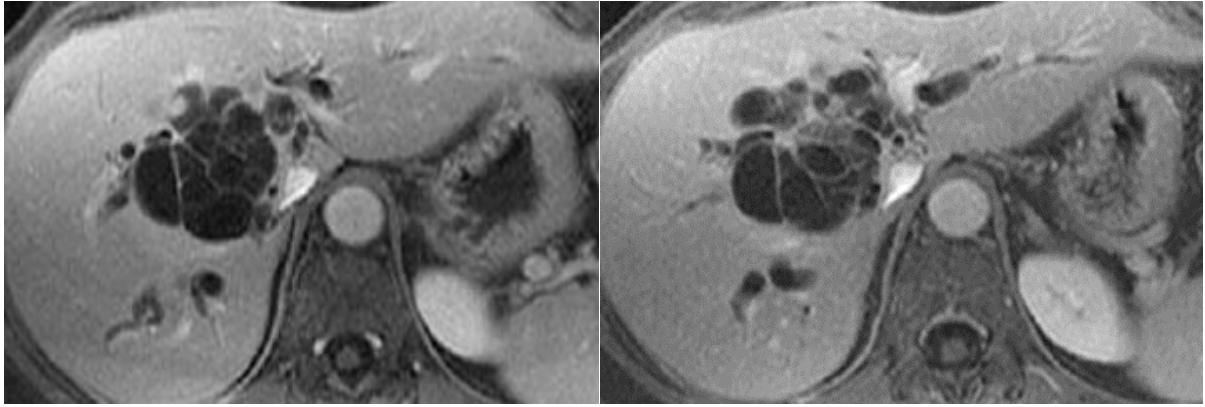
Images d'IRM hépatique en coupe axiale (après l'injection du gadolinium) montrant une lésion multiloculaire du foie ; chez un homme ; avec une prise de contraste après injection du gadolinium : Aspect en faveur d'un cystadénocarcinome hépatique [26].
